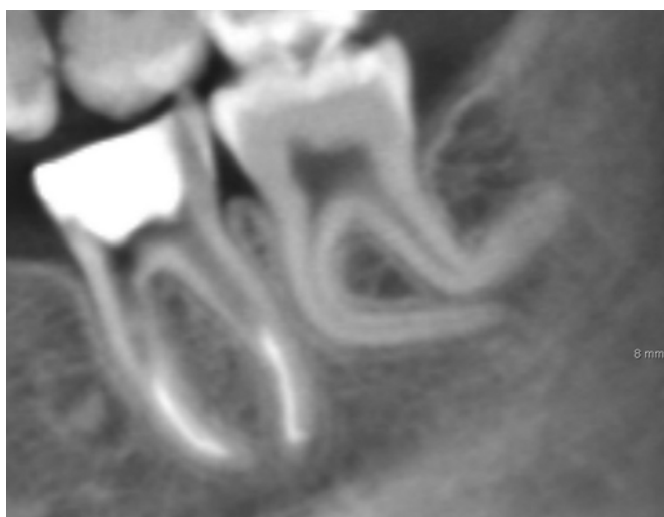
КТ-визуализация зуба 38: идиопатическая дилацерация корня
